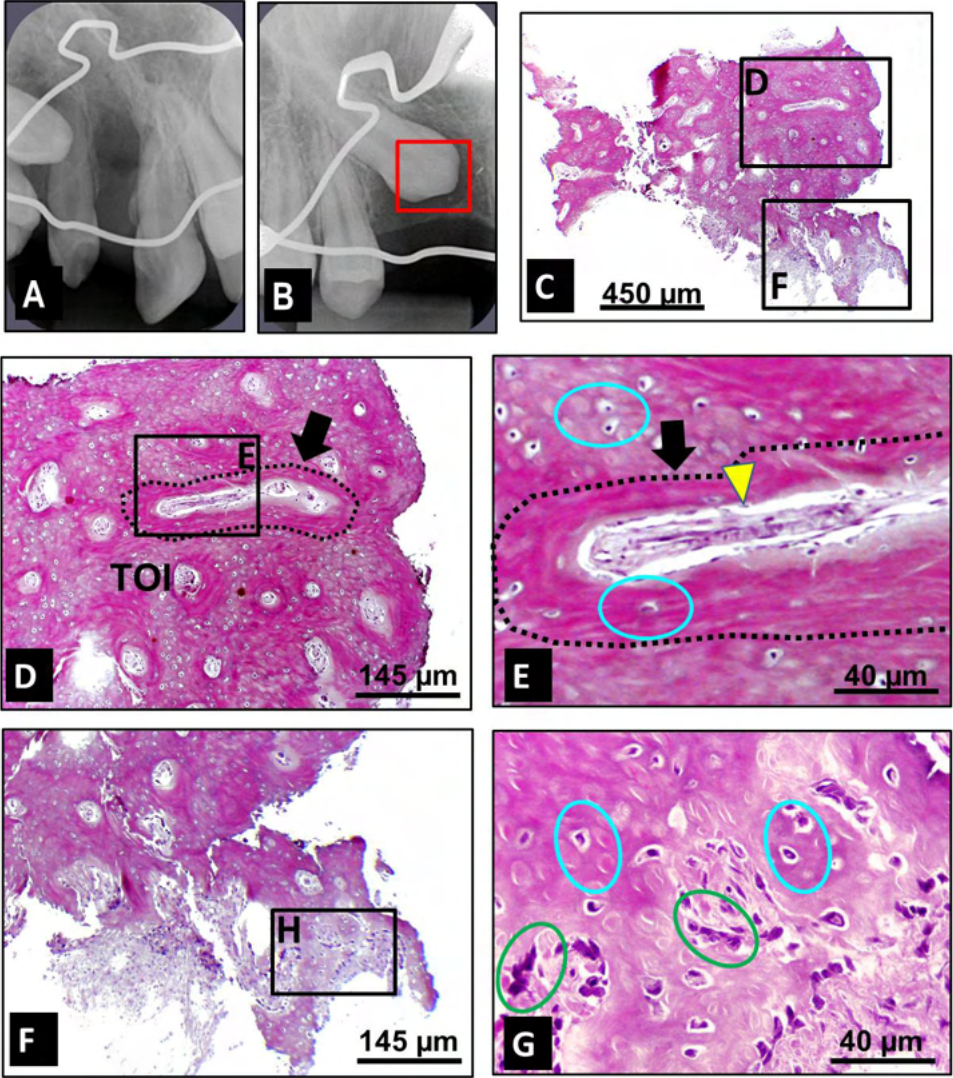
Paciente do gênero feminino, com fissura labiopalatina completa lado direito que recebeu EOA com rhBMP-2 aos 12,1 anos de idade. A-B) Radiografias periapicais obtidas no dia do EOA (A) e 13 meses após o enxerto (B) mostrando a retenção do canino permanente e a área de remoção da biópsia (área contornada em vermelho). Imagens histológicas de tecido ósseo corado pela HE: C) Aspecto panorâmico do fragmento da biópsia (@ 2 mm²) formado por um único bloco ósseo. Objetiva de 4X. D-E) Detalhe da tabua óssea composto por inúmeras e pequenas áreas de formação óssea de arranjo lamelar (seta preta) circunscrevendo novos canais nutritivos (cabeça seta amarela) exibindo no seu interior formações de matriz osteóide pouco eosinofílica. Os espaços entre estes arranjos lamelares mostram-se preenchidos por tecido ósseo mais imaturo/interlamelar (TOI) contendo várias lacunas de osteócitos (área circundada em azul) em arranjo desorganizado. Objetivas de 10X e 40X. F-G) Região do fragmento associado ao tecido conjuntivo formado por tecido ósseo imaturo contendo osteócitos recém aprisionados (área circundada em azul) e osteoblastos ativos (área circundada em verde). Objetivas de 10X e 40X.
